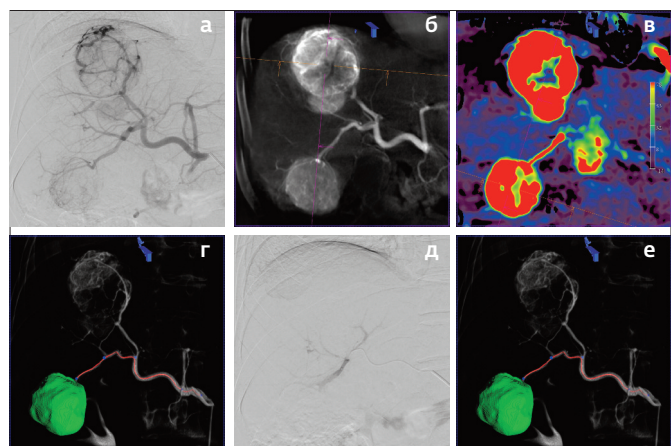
(а-е). Этапная ссХЭ-ЛНМ ГЦР стадии ВСLС В II (первый этап): а. Диагностическая ЦСА общей печёночной артерии – определяется три опухолевых узла; б. Диагностическая ПДКТ-АФАГ – определяется три опухолевых узла, дополнительных узлов и внутрипеченочных метастазов не выявлено (подтверждение стадии ВСLС В II); принято решение выполнить трехэтапную ссХЭ-ЛНМ с интервалом в 1 мес.; в. Двухфазная ПДКТ в режиме РВВ перед первой ссХЭ-ЛНМ для последующей оценки непосредственного ответа на лечение; г. Сегментация и выделение питающего сосуда первого целевого очага ($49 \times 43 \times 39$ мм) в полуавтоматическом режиме; данные переданы на рентгеноскопические мониторы для проведения суперселективной катетеризации; д. Контрольная ЦСА – выполнена ссХЭ-ЛНМ до субокклюзии единственной питающей артерии; е. ПДКТ без контрастирования – отмечается равномерное накопление ЛНМ в целевом узле и питающей артерии.
